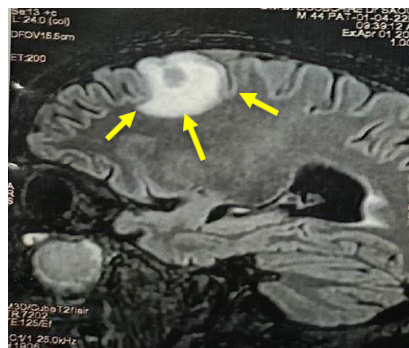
IRM cérébrale du patient 4
